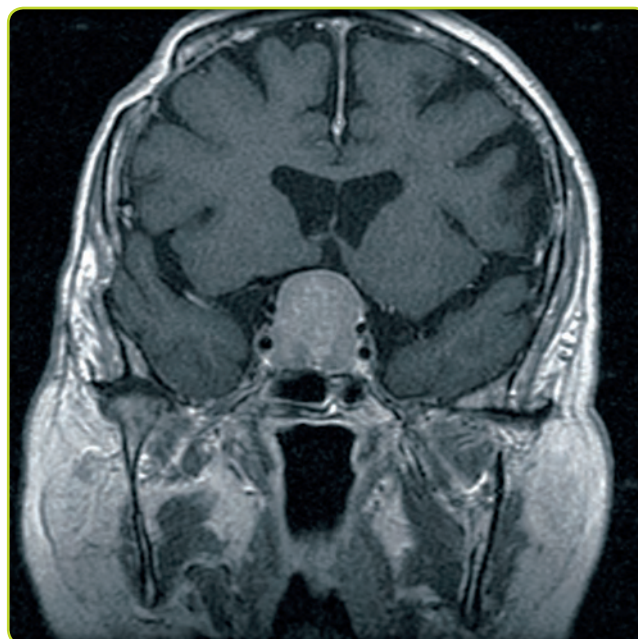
Macroadenoma hipofisario. RM coronal (T1) con gadolinio que muestra una masa realzada que se extiende hacia el seno cavernoso bilateral; ambas arterias carótidas internas quedan rodeadas por el tumor pero mantienen su diámetro normal.
